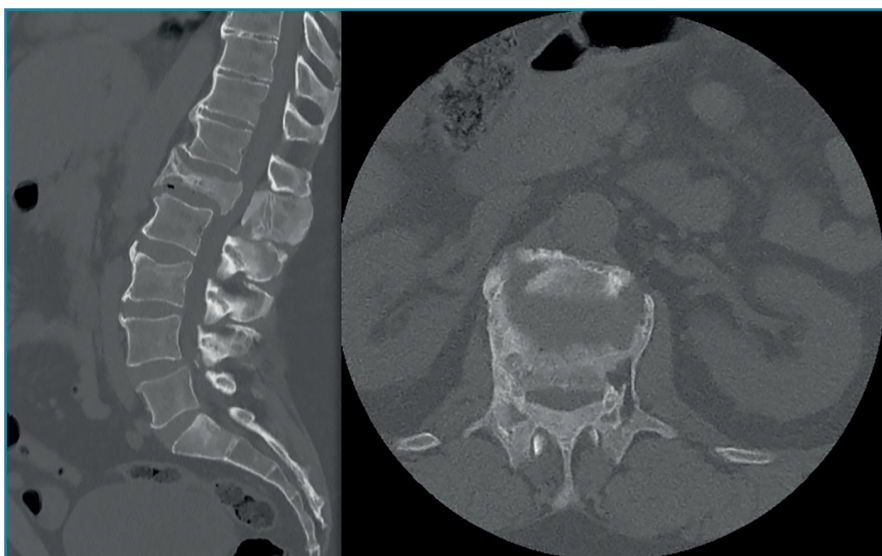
Tomografía axial computarizada de columna lumbosacra. Corte sagital: aplastamiento del cuerpo vertebral L1, ocupación del canal medular e hipertrofia de la apófisis espinosa. Corte axial: cuerpo vertebral con morfología heterogénea.
